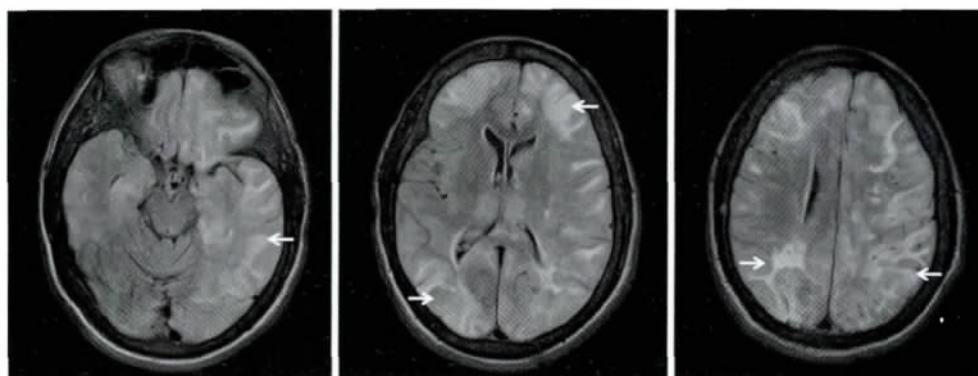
脑弥散加权图像轴向 MRI 显示幕上皮质的灰质和深部灰质核团、双侧海马广泛区域高信号(箭头所示),考虑为缺血缺氧性损伤。
